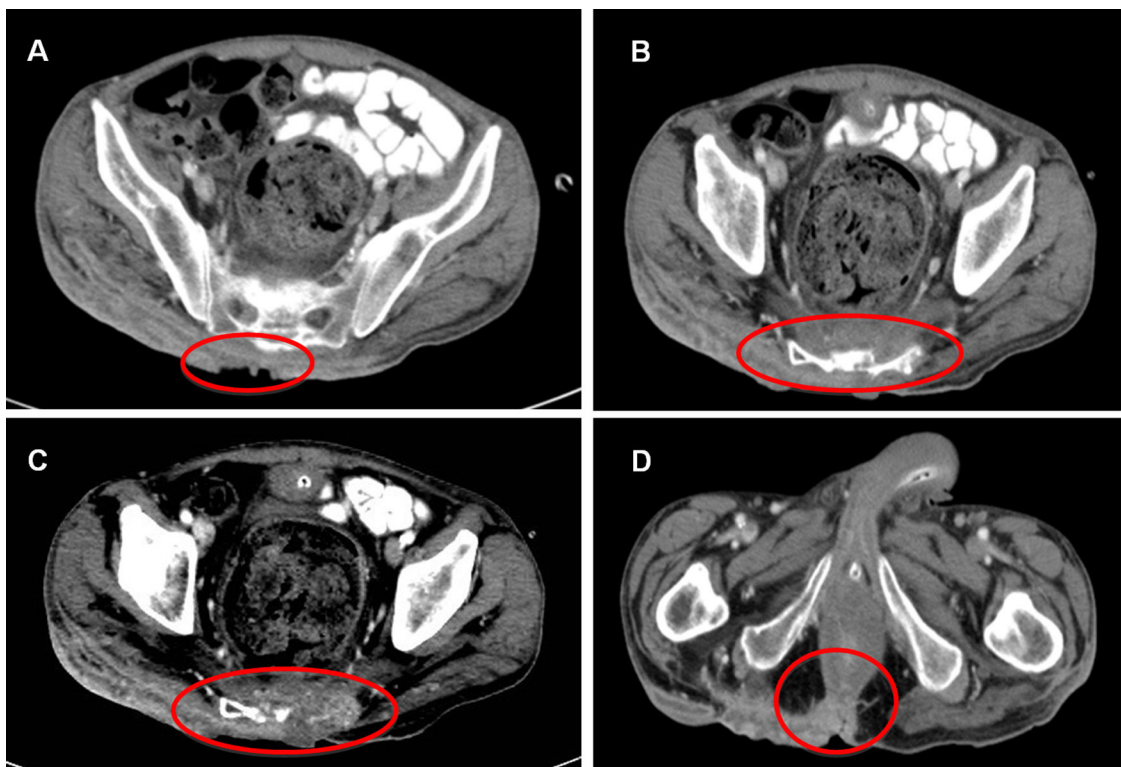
Selección de imágenes de la TAC pélvica. A) Compromiso extenso del tejido subcutáneo que abarca desde I4. B y C) Infiltración del hueso sacro con destrucción ósea en alguna de sus zonas. D) Afectación de la parte posterior derecha del esfínter externo.
